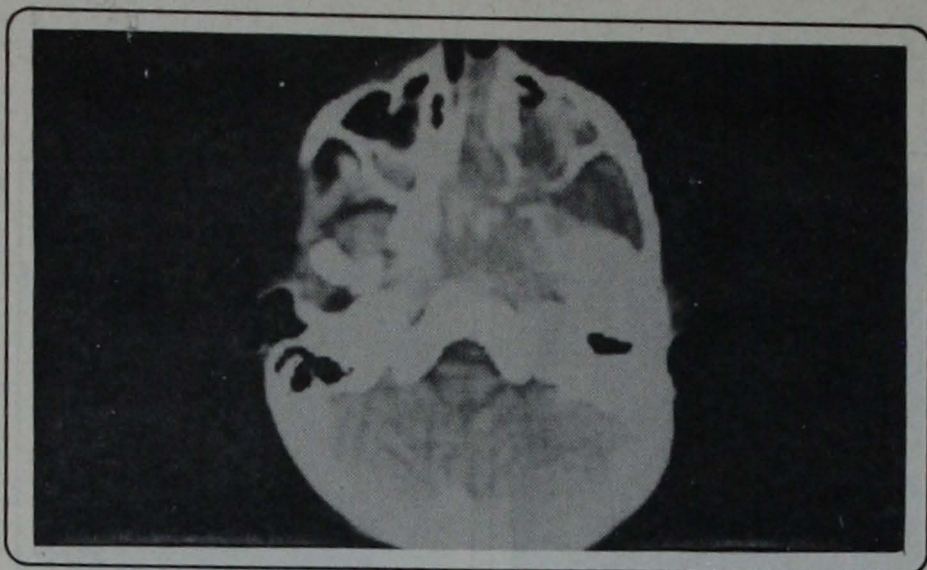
TAC. Demuestra la masa tumoral en la base del cráneo con destrucción parcial de las estructuras óseas circundantes e invasión del antro maxilar y fosa nasal derechos.
